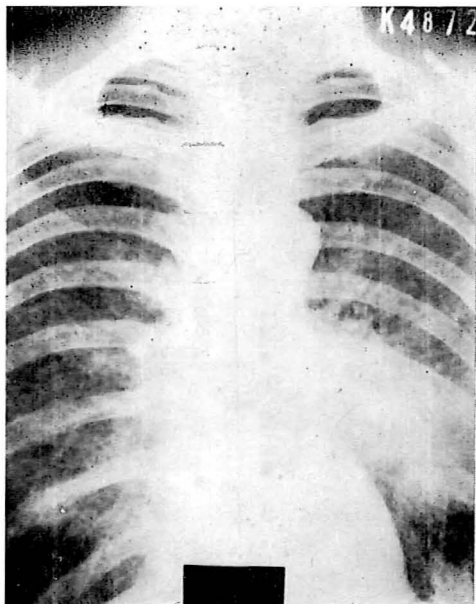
X-ray Photo of Case No. 2
